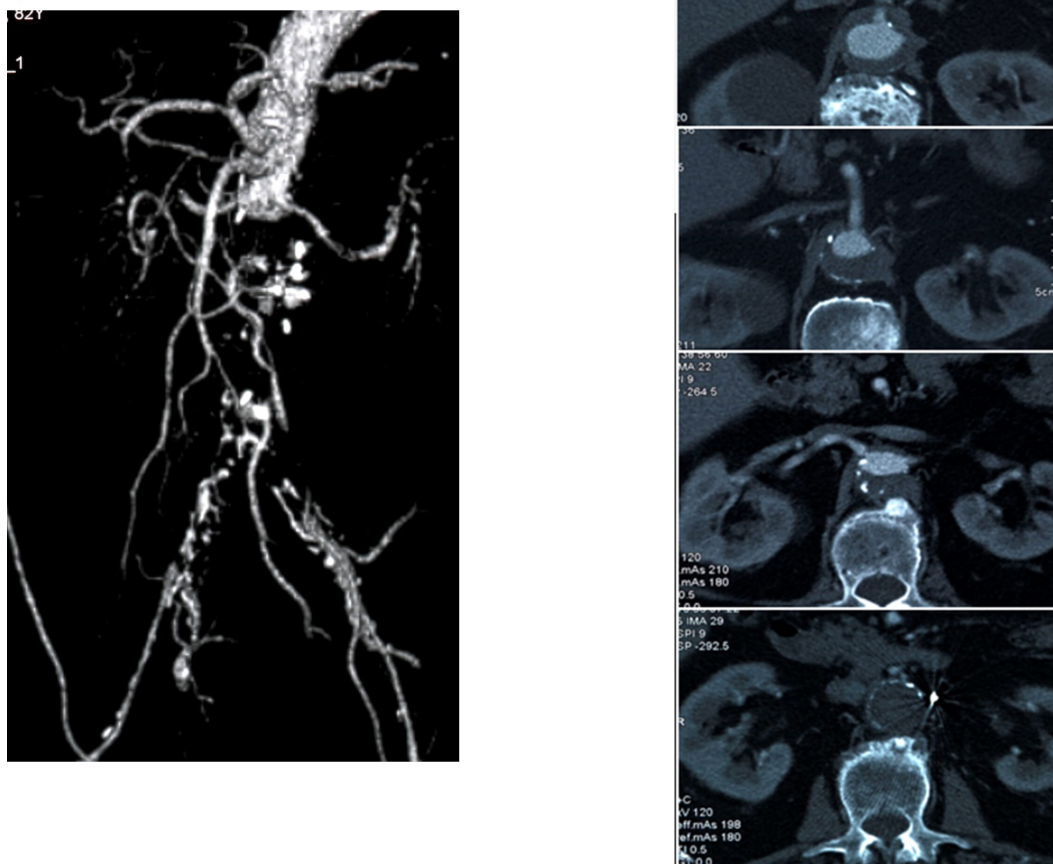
A sinistra una ricostruzione all'angio-TC di trombosi aortica ascendente dell'aorta addominale sotto-renale; a destra le sezioni trasversali in corrispondenza dell'emergenza dei principali vasi viscerali. UOC Chirurgia Vascolare ed Endovascolare dell'Azienda Ospedale Università di Padova*
